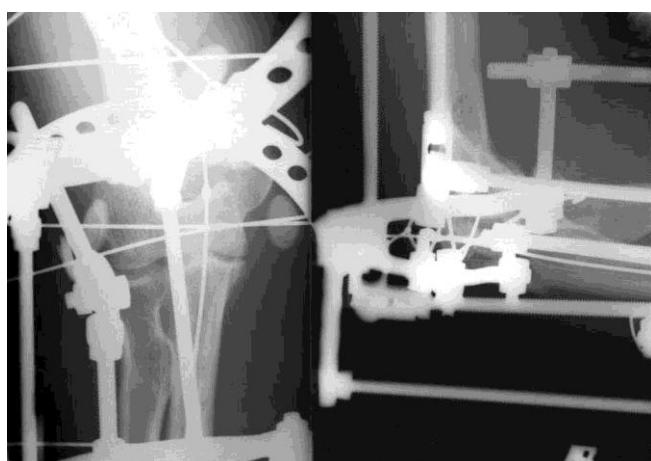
Рентгенограммы локтевого сустава больного П. после произведенного чрескостного остеосинтеза.
